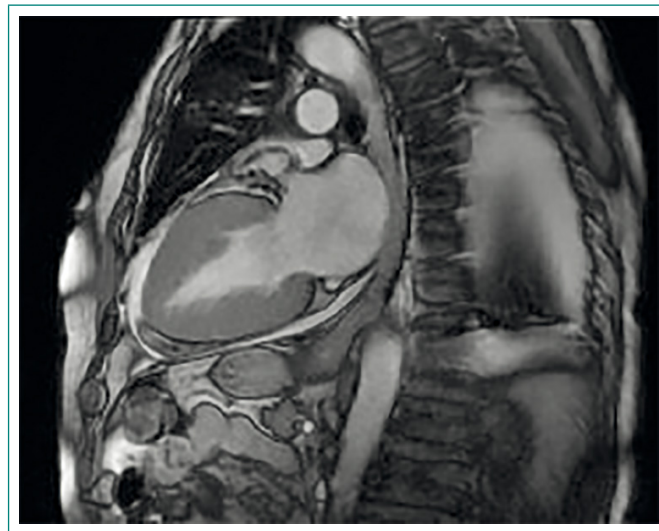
RM cardíaca que muestra hipertrofia severa del ventrículo izquierdo
